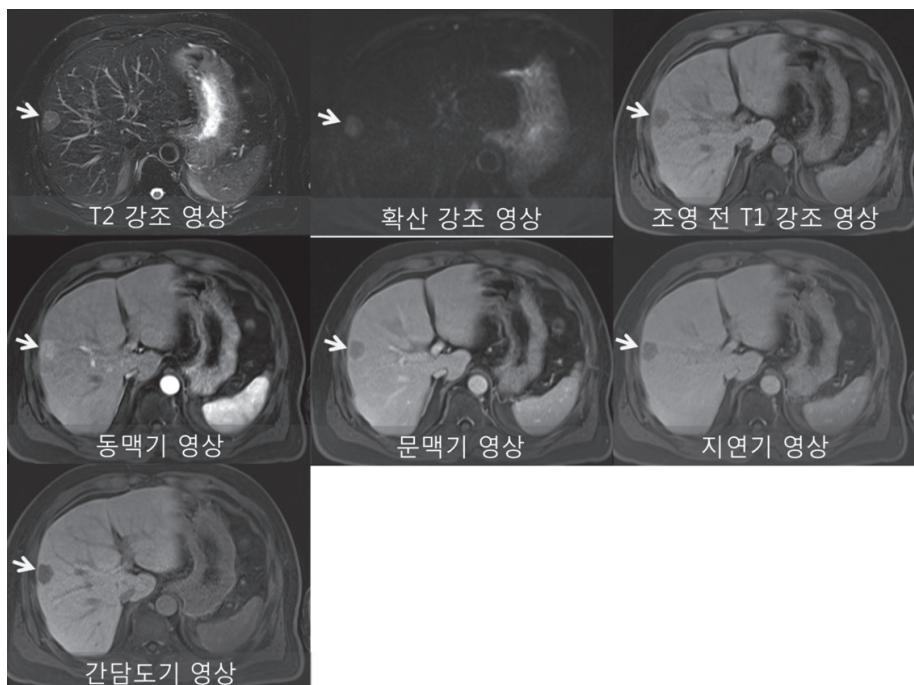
Typical hallmarks of hepatocellular carcinoma in Gd-EOB-DTPA MRI
